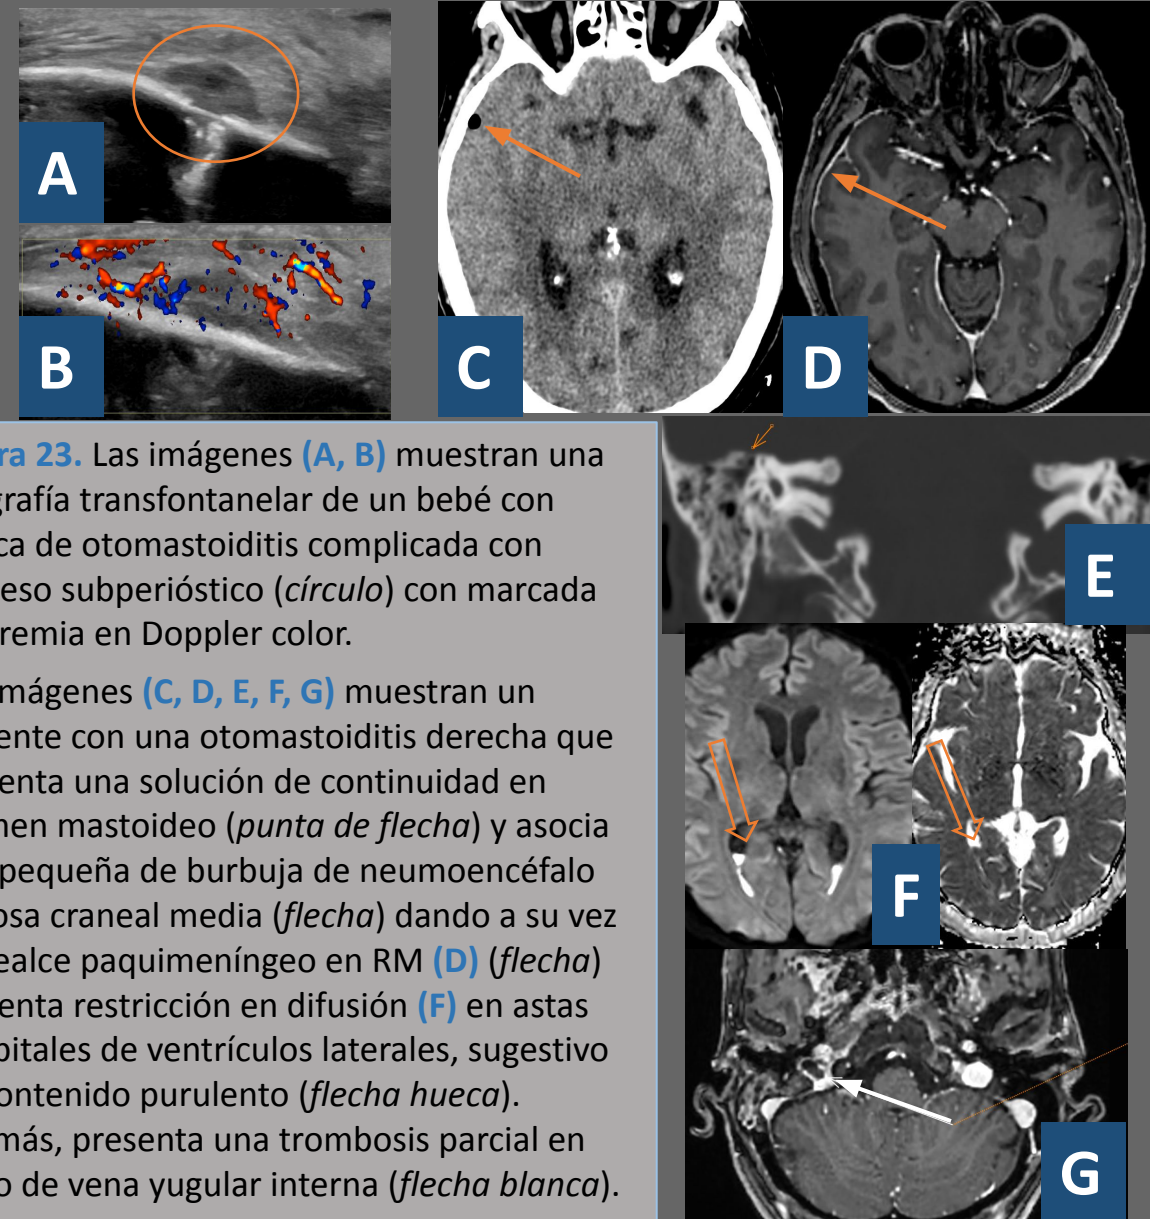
Las imágenes (A, B) muestran una ecografía transfontanelar de un bebé con clínica de otomastoiditis complicada con absceso subperióstico (círculo) con marcada hiperemia en Doppler color.
